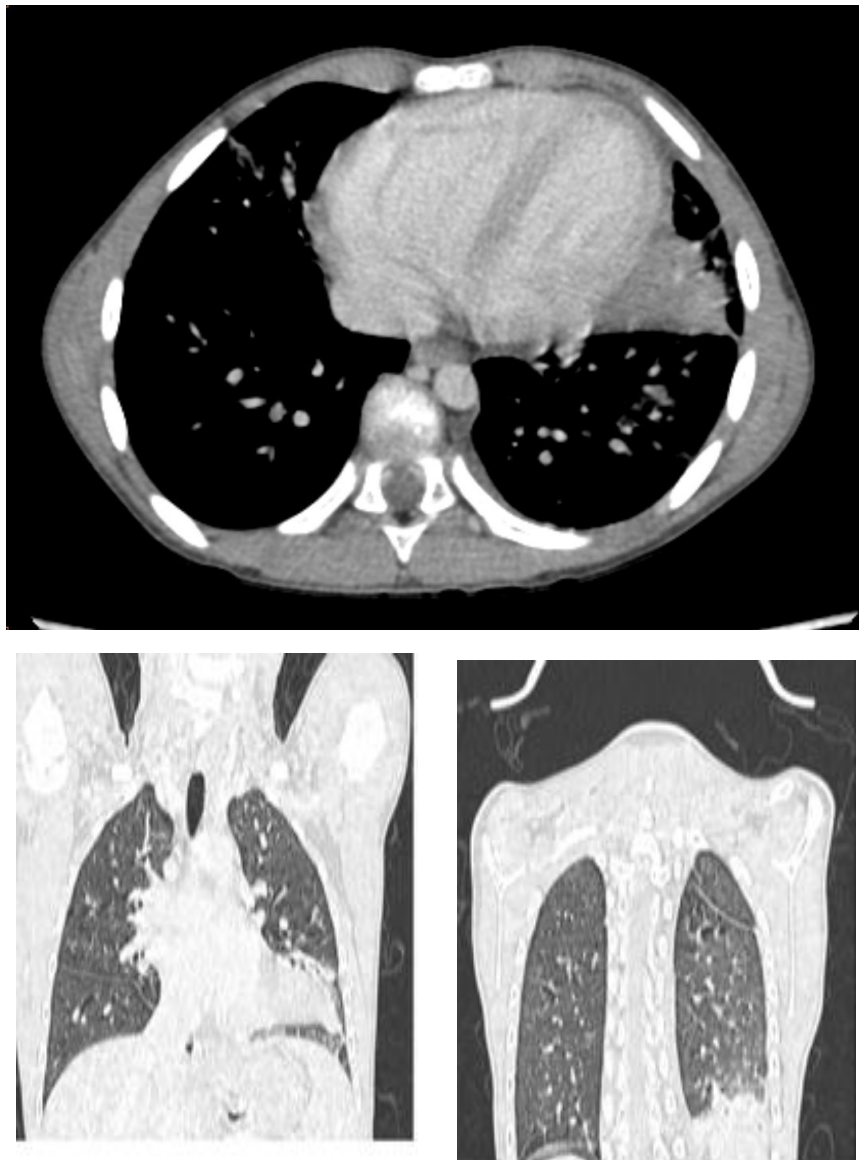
TDM thoracique d'un patient de notre série montrant des anomalies parenchymateuse pulmonaire avec début d'OAP
